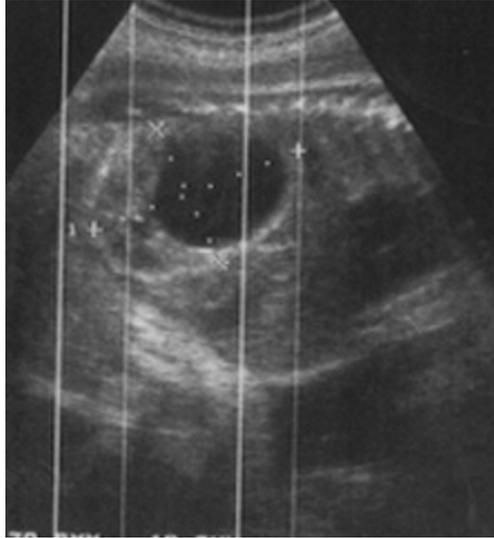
Ecografía del abdomen de un feto de 23 semanas de gestación, en proyección longitudinal, en la que puede visualizarse una dilatación hidronefrótica del blastema renal superior de un riñón duplicado, en el que conserva una buena corteza en su blastema inferior.
